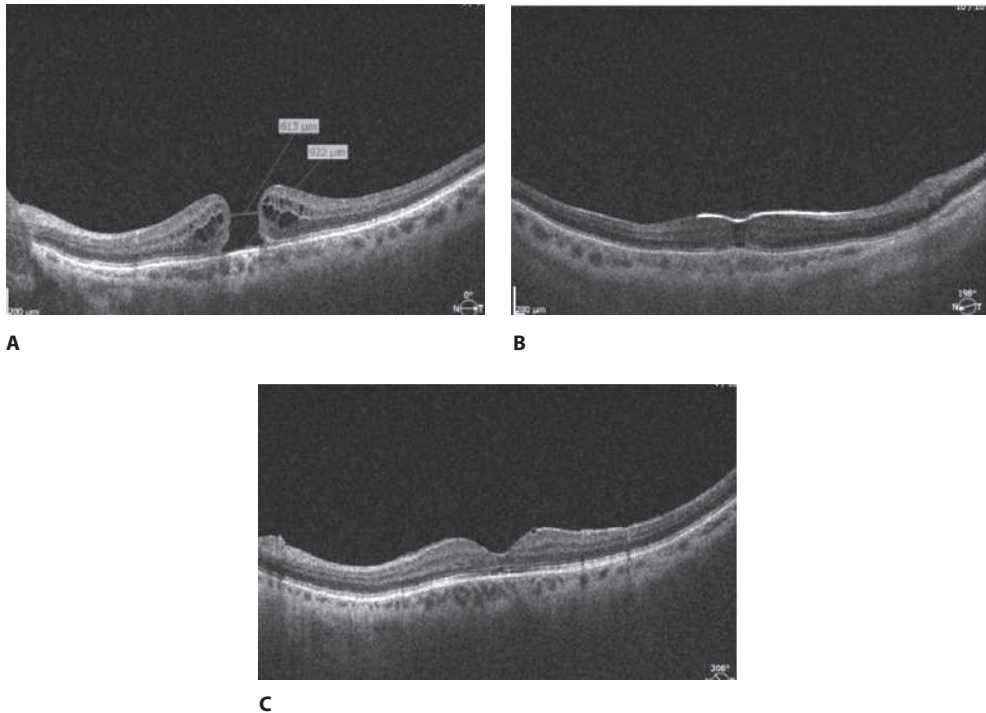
Оптическая когерентная томограмма глазного дна пациента С. с макулярным отверстием: А – до операции МЛД составил 613 мкм; В – на следующий день после операции на газовой воздушной тампонаде визуализируется инвертированный лоскут ВПМ; С – через 3 месяца после операции МО закрыто
